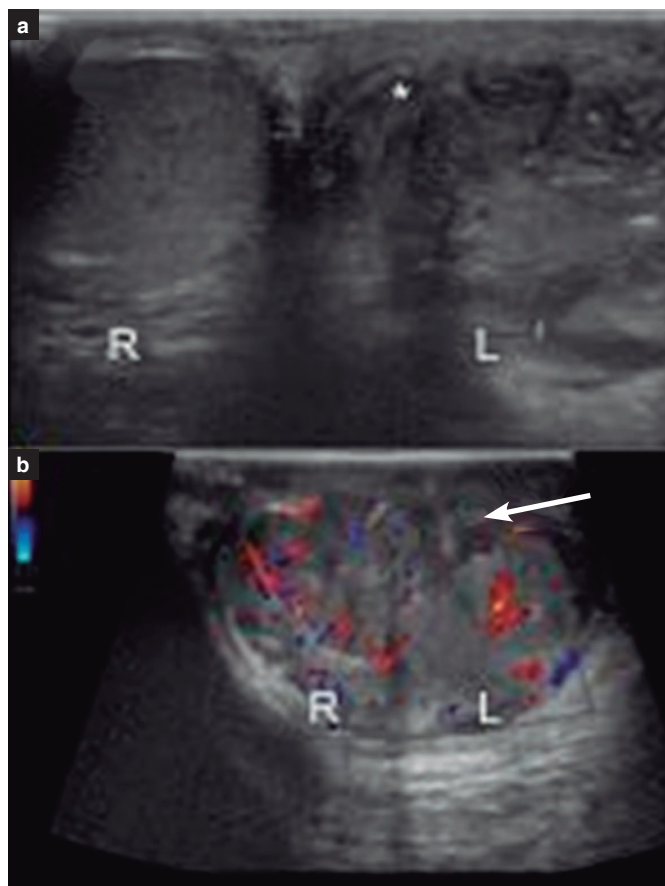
a) Ultrasonido del testículo derecho (R) con hallazgos normales. Testículo izquierdo (L) con imágenes hipoeoicas heterogéneas con bordes parcialmente definidos (asterisco). b) Ultrasonido Doppler del testículo derecho e izquierdo mostrando una disminución de flujo y áreas hipogénicas que sugieren necrosis del testículo izquierdo (flecha).
